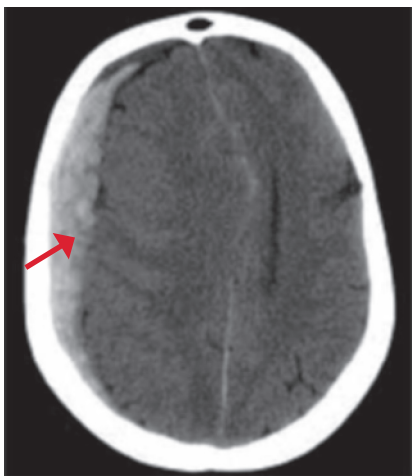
TC cerebro sin contraste corte axial hematoma subdural agudo (flecha).
